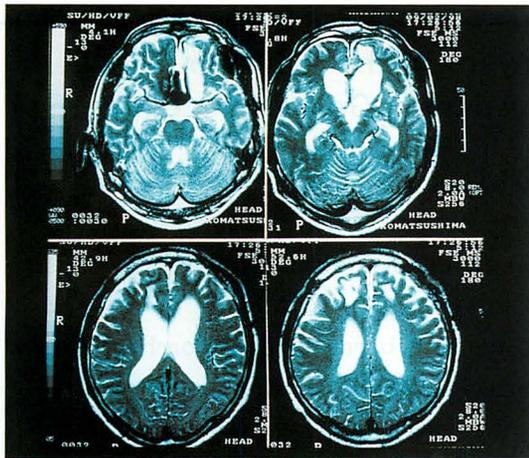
MRI (T2) では両側の前頭葉内側底面部 (左側に高度) とやや上方の白質に脳損傷が認められた。脳室もやや拡大している。
